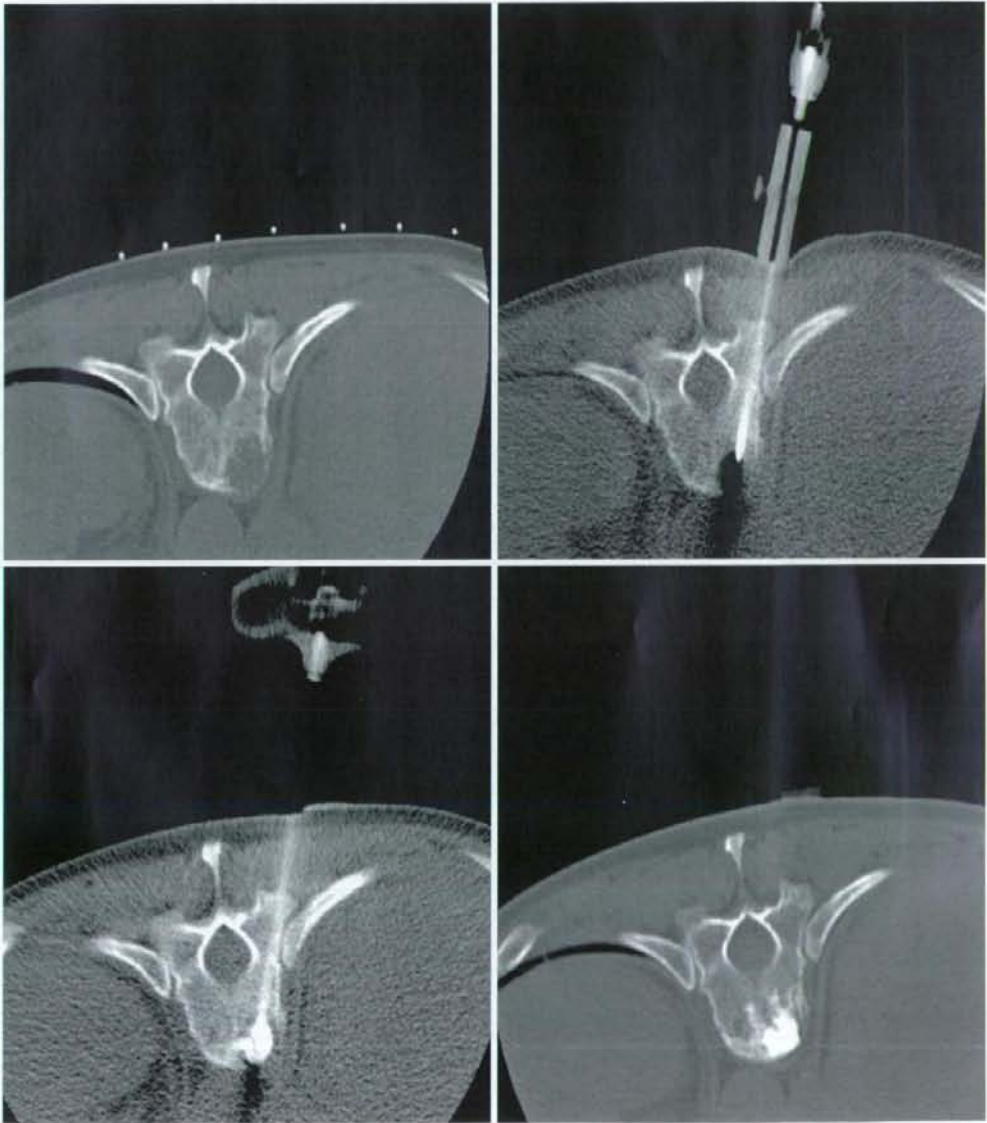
The technique of percutaneous vertebroplasty under CT-fluoroscopic guidance
